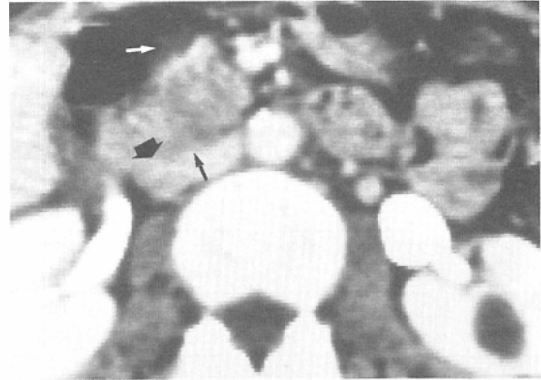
a) Irregular protrusions from the anterior boundary of the head of pancreas is demonstrated (⇔). S₂ in CT, and se in pathology. b) A fat plane between the head of pancreas and the IVC is obliterated, and the interface of these two structures is irregular (←). Lymph node metastasis is also demonstrated (◀). Rp₃ in CT, and rp₃ in pathology.
